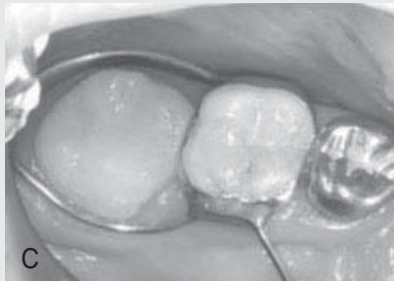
A: 치료 전 상악 우측 제1대구치의 이소맹출을 보이는 구강 내 사진 B: 치료 전 panorama 방사선 사진 C,D: 치료 직후 E: 치료 후 제2유구치가 탈락되어 Nance holding arch를 장착한 사진
